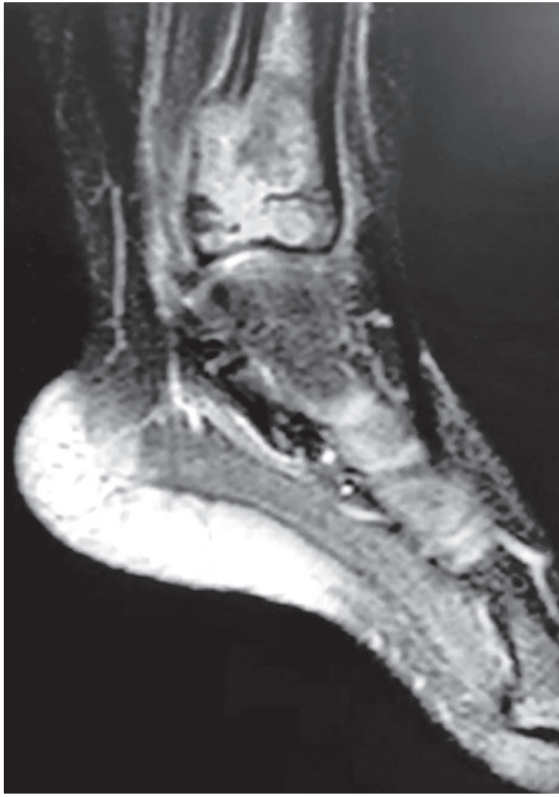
Imagem de ressonância magnética (T2), corte sagital. Nota-se acometimento metafisário extenso com continuidade através as fise para a epífise
